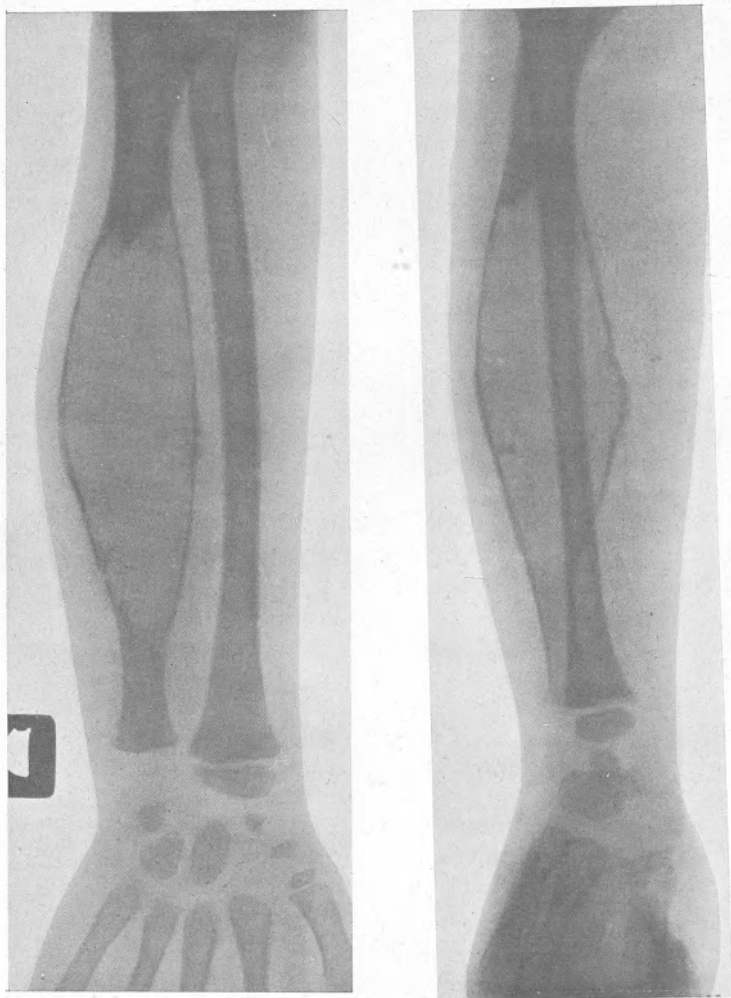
<sup>a</sup> — Radiografía antes de la operación.
